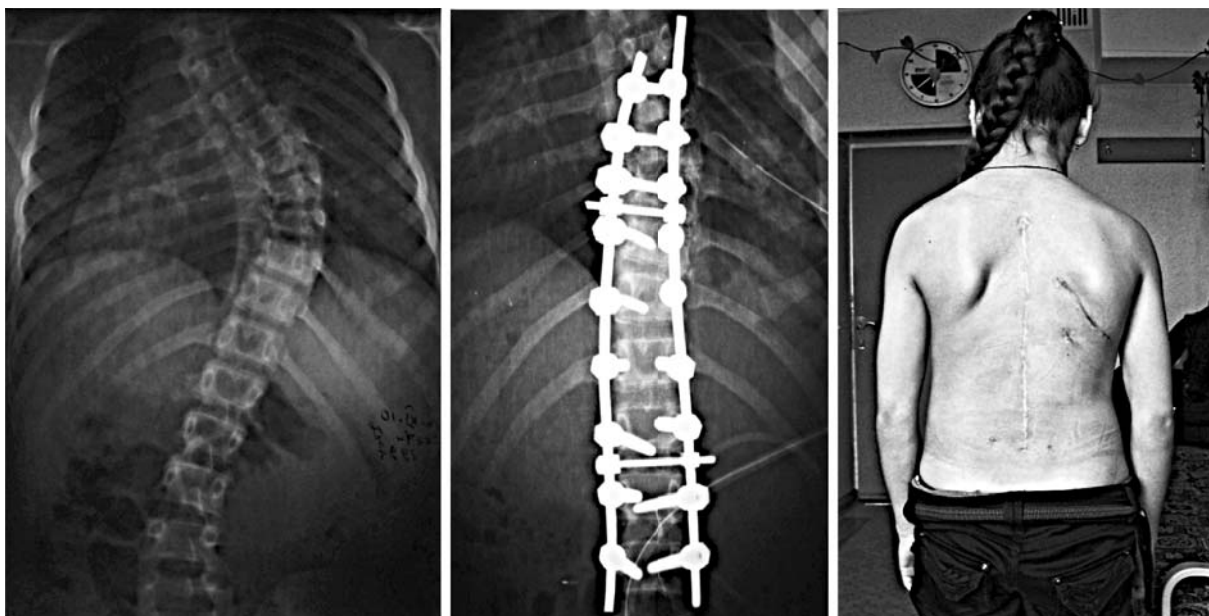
Aspect roentgenologic și clinic ale pacientului pre- și postoperatoriu (după operație 2 ani).
